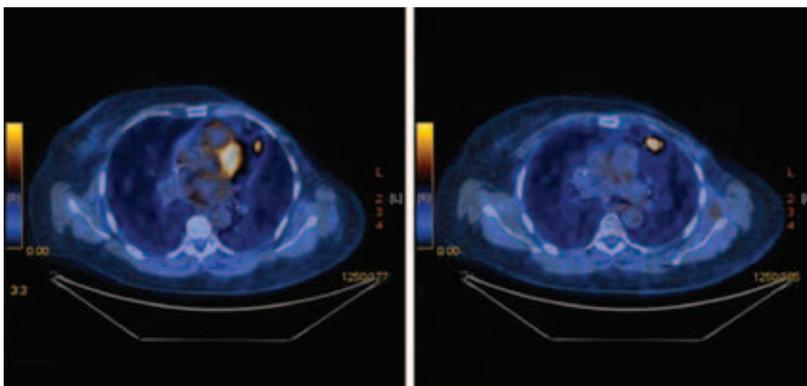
Результаты ПЭТ КТ от 27 октября 2017 г.: отрицательная динамика
